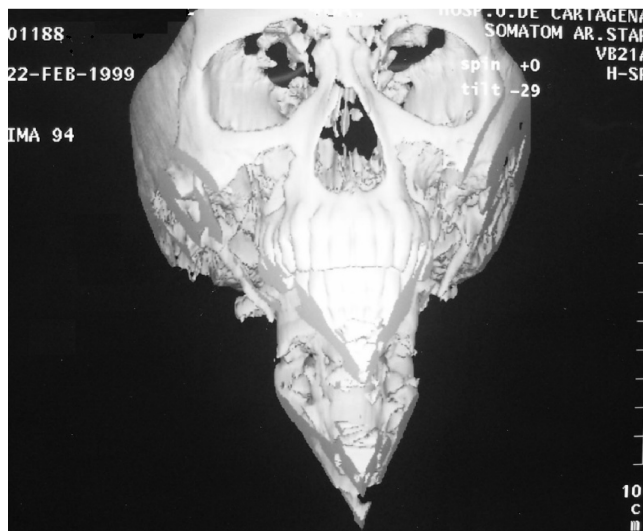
Tomografía computarizada 3D revelando elongación bilateral de apófisis estiloideas.
